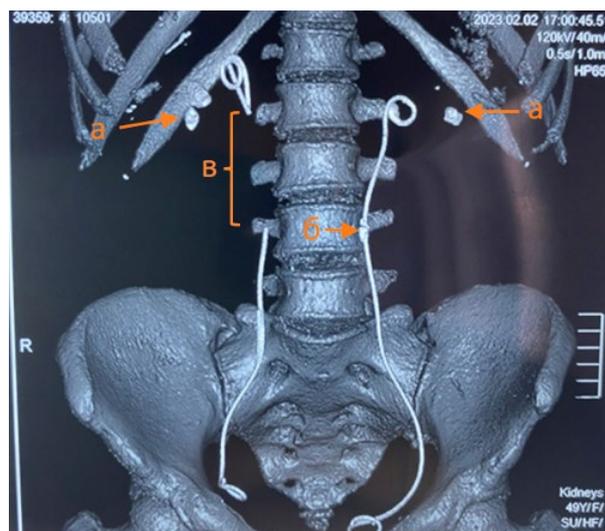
Компьютерная томограмма мочевыводящих путей пациентки С., 50 лет.
